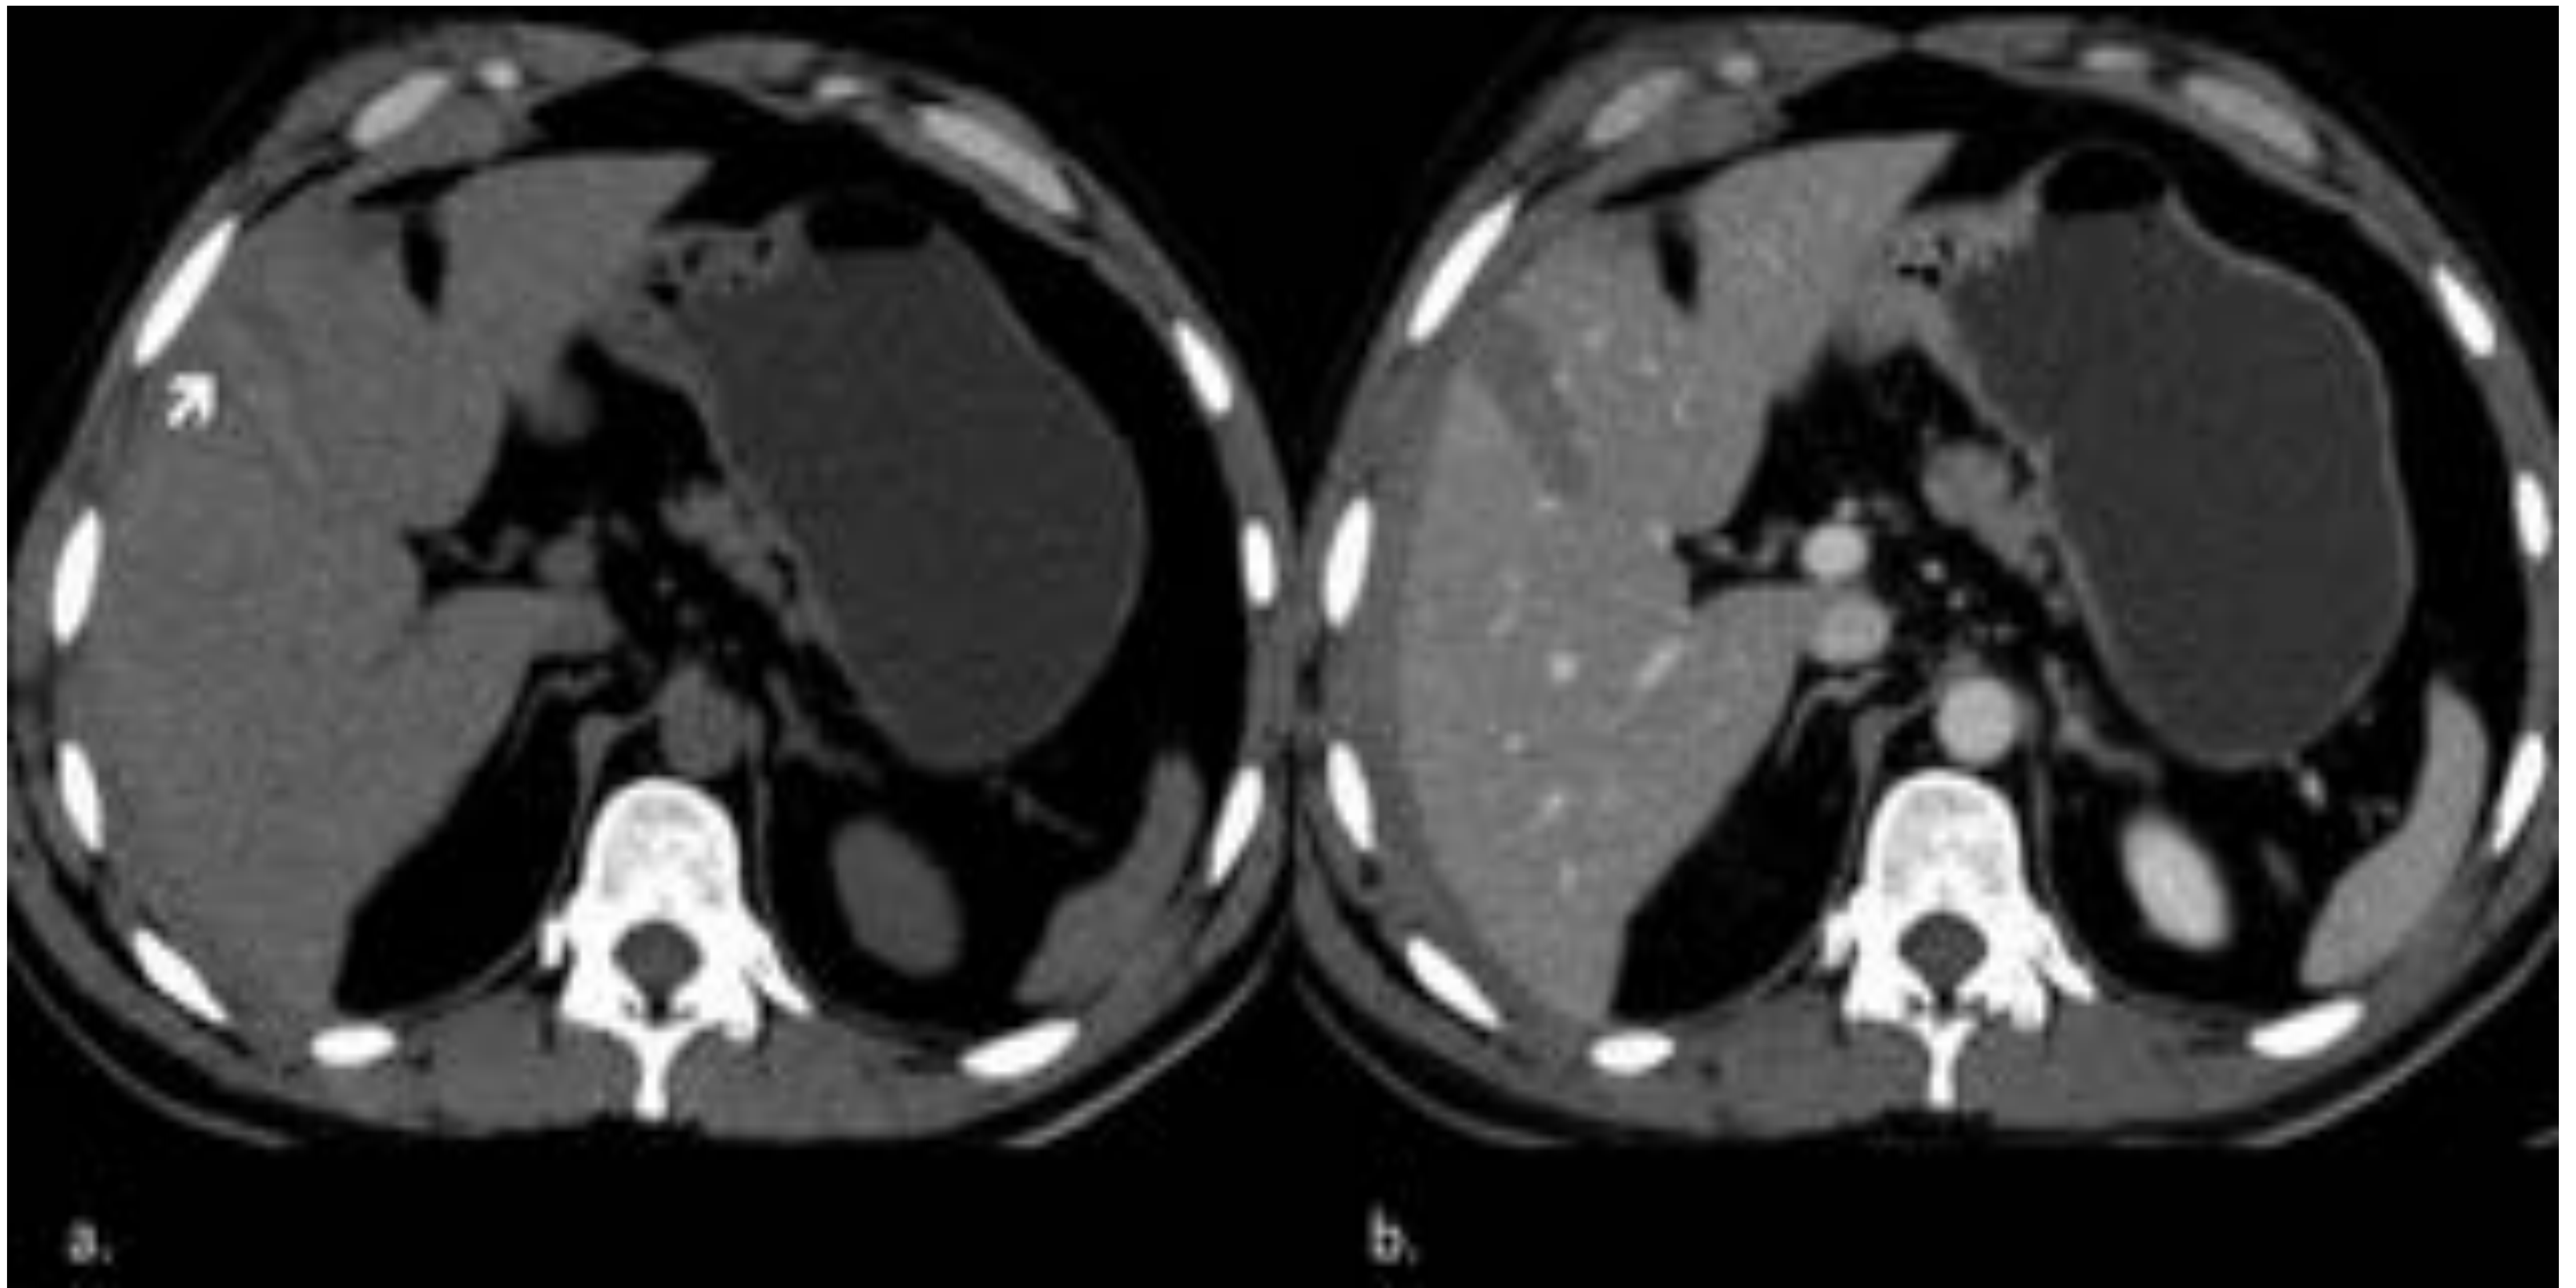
TC sin CIV (a) y fase venosa (b) que muestra las características de un hematoma hepático. En (a) presenta alta densidad respecto al parénquima hepático adyacente (flecha). En (b) el parénquima normal evidencia una alta densidad alrededor del hematoma.
